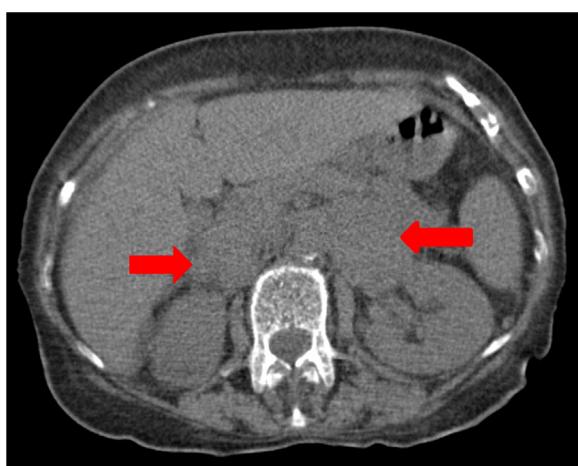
TC abdominal – aumento bilateral das glândulas suprarrenais.
